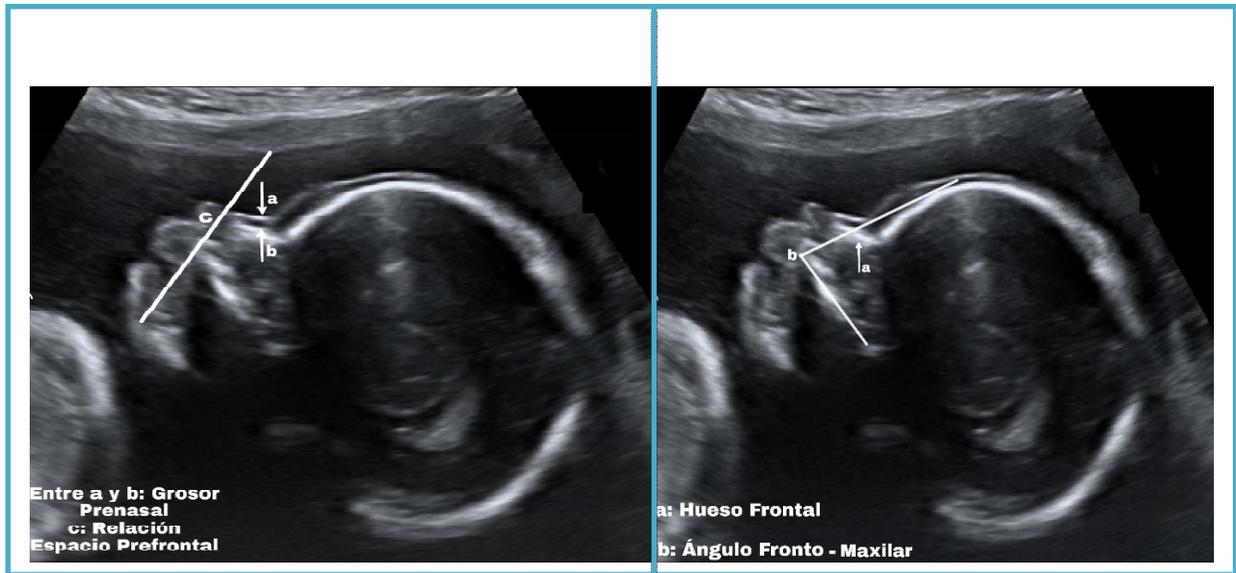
Imagen ultrasonográfica que representa los marcadores ecográficos evaluados en el perfil fetal. Ecofotograma (Piña 2019).
